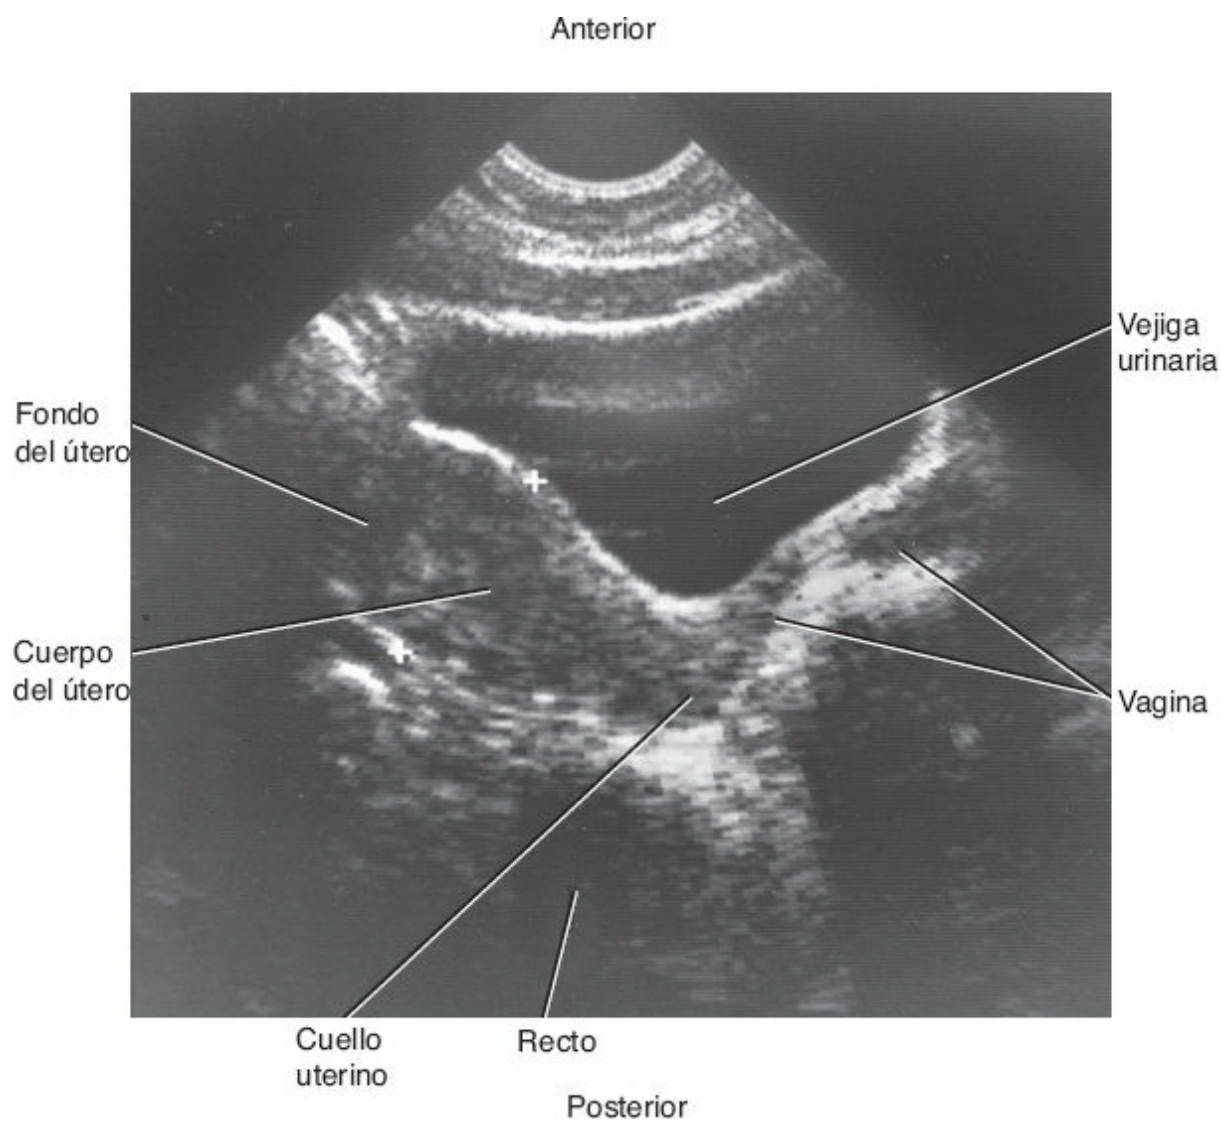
Ecografía longitudinal de la pelvis femenina que muestra el útero, la vagina y la vejiga (cortesía de: M.C. Hill).
